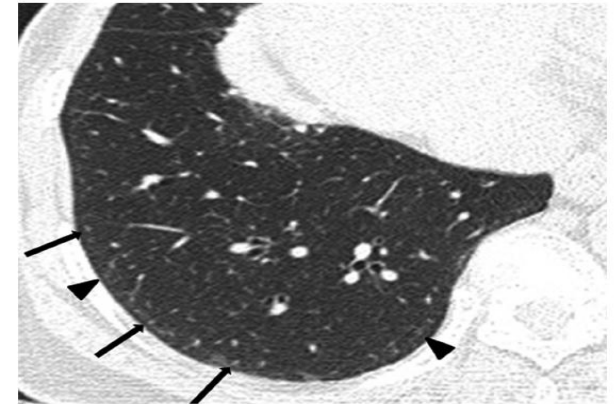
73-year-old female resident for 34 years near asbestos mine. CT shows obvious (arrows) and faint (arrowheads) dot-like opacities in subpleural portions of lower lung.
